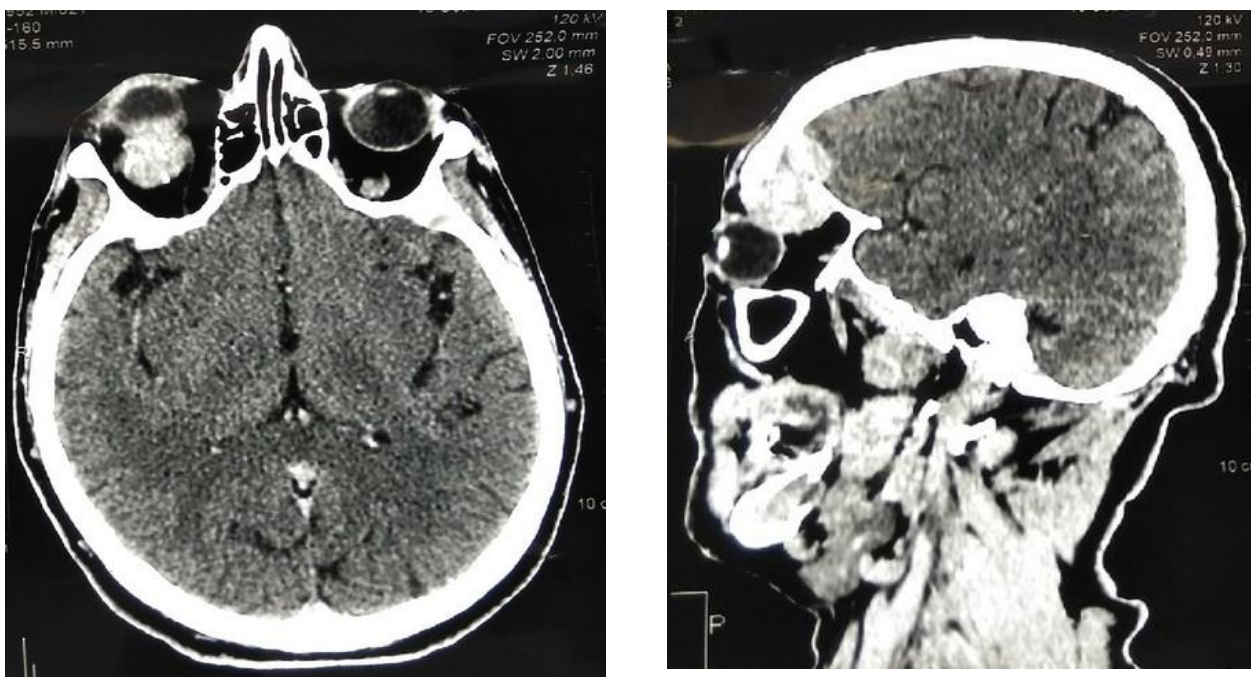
Мягкотканое образование в орбите глаза слева при компьютерной томографии
